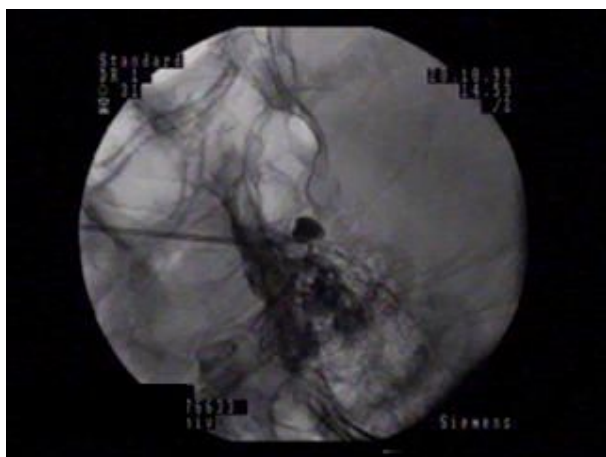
Lateral view radiograph showing the balloon inflated in Meckel's cave.
